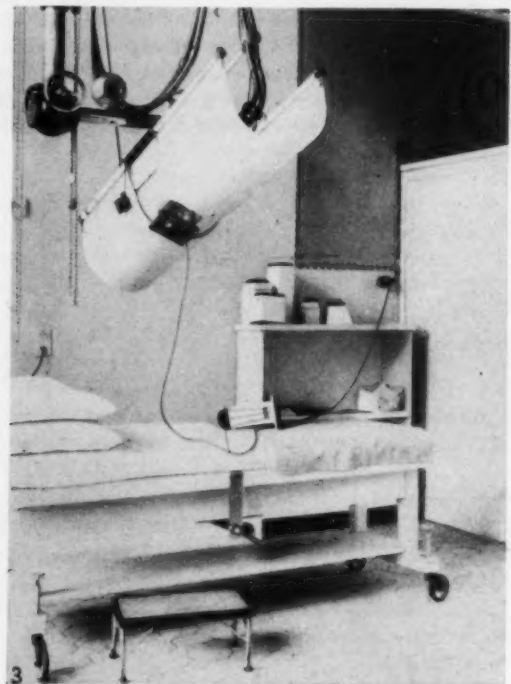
An der Röntgenröhre die Sperrschichtzelle mit Metallschlauch, der zur Steckdose (Galvanometeranschluß) führt. Ein Teil der weiteren Leitung sichtbar.
